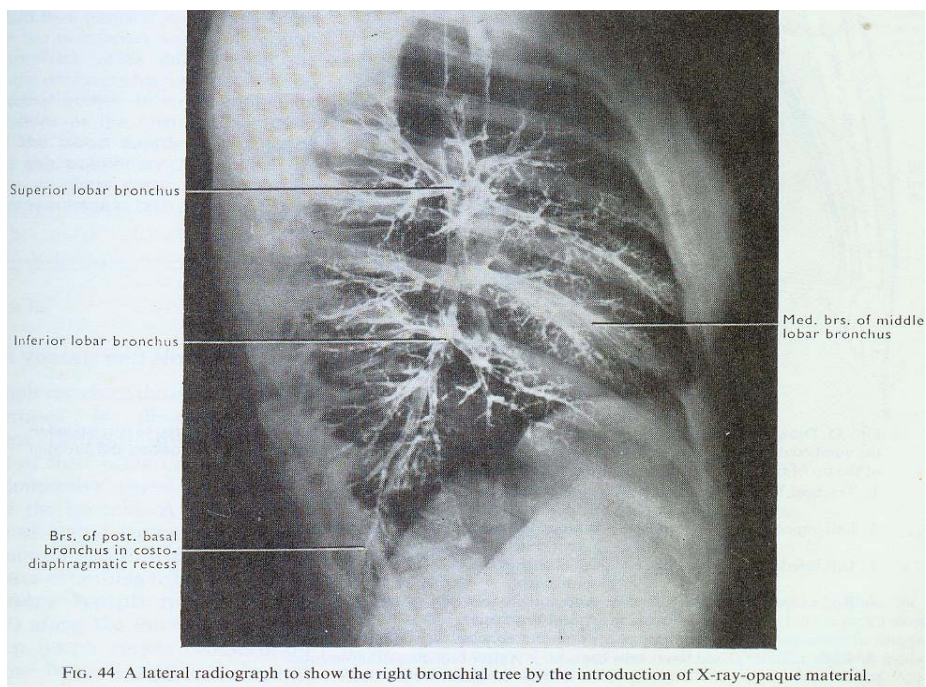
A lateral radiograph to show the right bronchial tree by the introduction of X-ray-opaque material.
